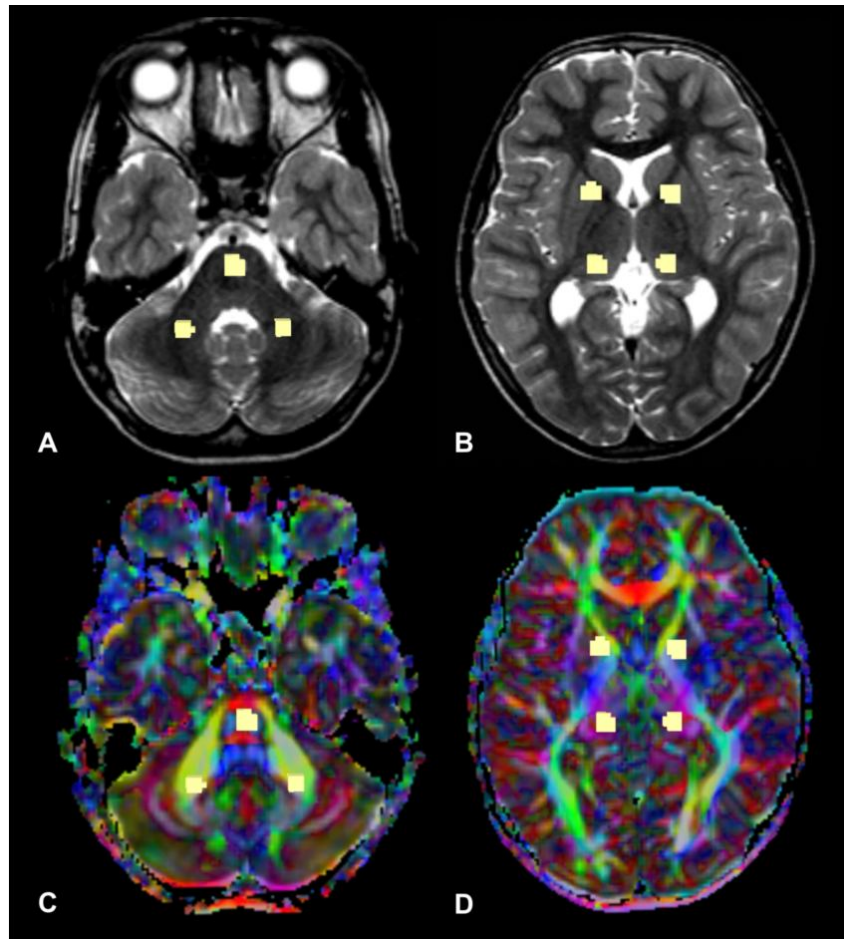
A-B Axial T2-weighted anatomic images and C-D color-encoded FA maps: circular regions of interest to quantitative analysis of the FA are placed in the cerebellar white matter and pons A-C and basal ganglia and thalamus B-D.
